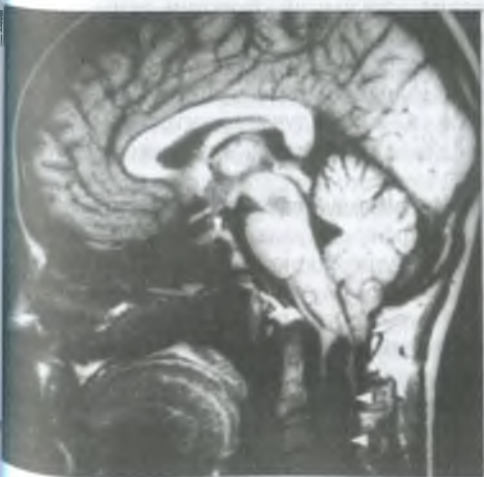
МРТ головного мозга мужчины 38 лет (сагиттальный срез): опущение миндалин мозжечка, большое затылочное отверстие, резкое расширение центрального спинномозгового канала (указано стрелками) при аномалии Арнольда—Киари.
